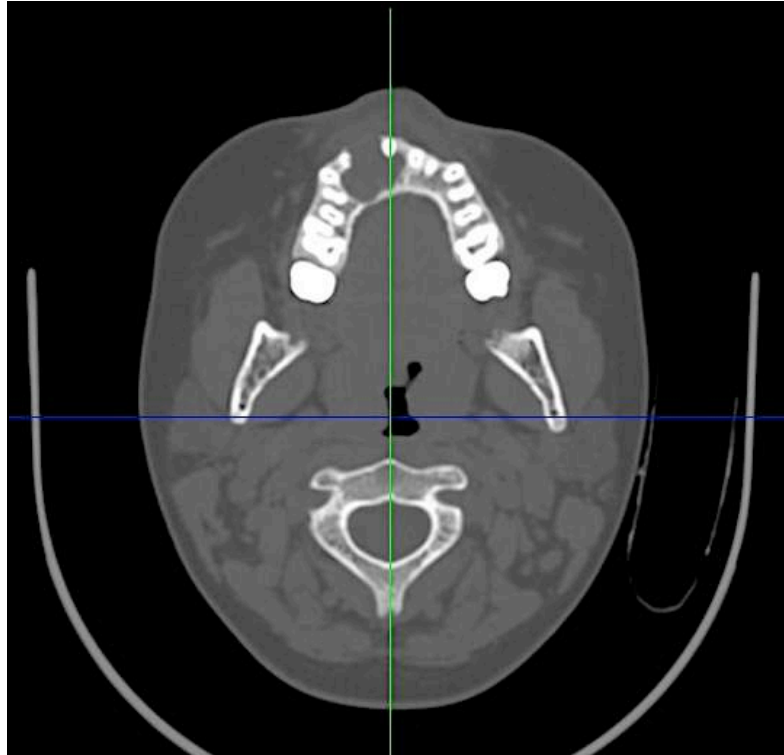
КТ-исследование пациентки 11 лет с ЦГКГ. В верхней челюсти определяется литический очаг с четкой границей, истончением и фокальным отсутствием кортикального слоя.
